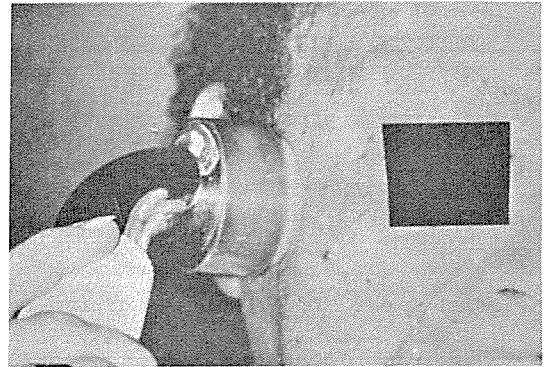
Ultrasound를 TMJ 에 대주어 개구장애를 치료
